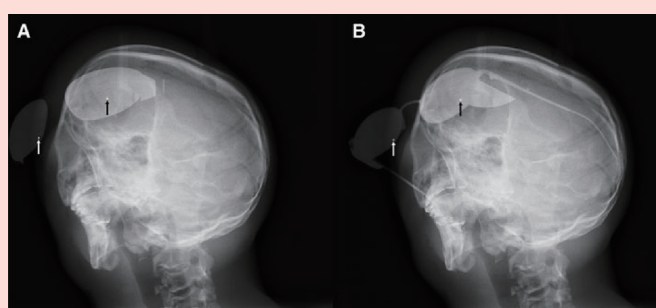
模拟人头模置于45度双斜角度(左斜位和头尾斜位)并戴上辐射防护眼镜的X线图像。用1mmX线不透X射线的标示物标记眼晶状体的位置。这些在图像上为箭头所示。显示两个不同的模型:模型5(A),模型2(B)。
